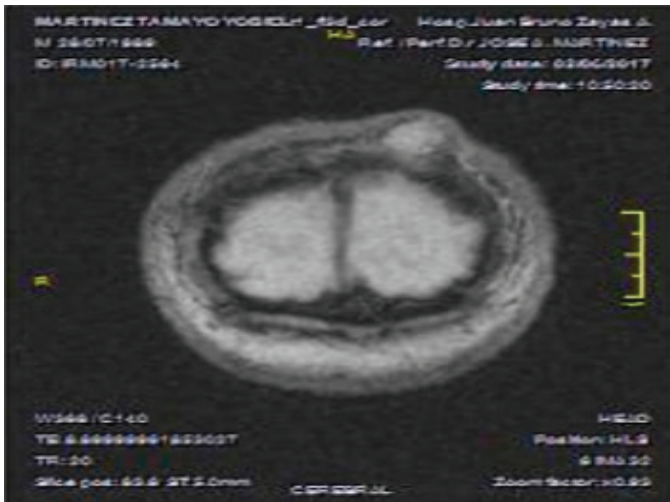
RM con fecha 2-6-17. Meningioma parietal alto derecho (A). Meningioma en placa y tumor intramedular (B). Schwannomas acústicos bilaterales (C). Neuroma periférico del cuero cabelludo (D).
